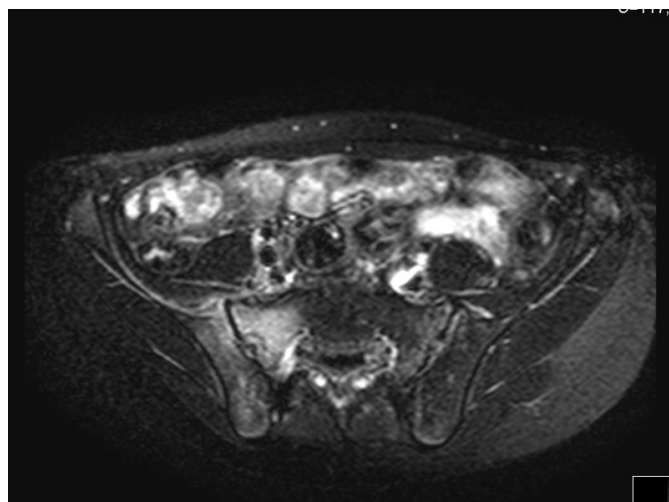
RM Bacia (Sinal T2)
